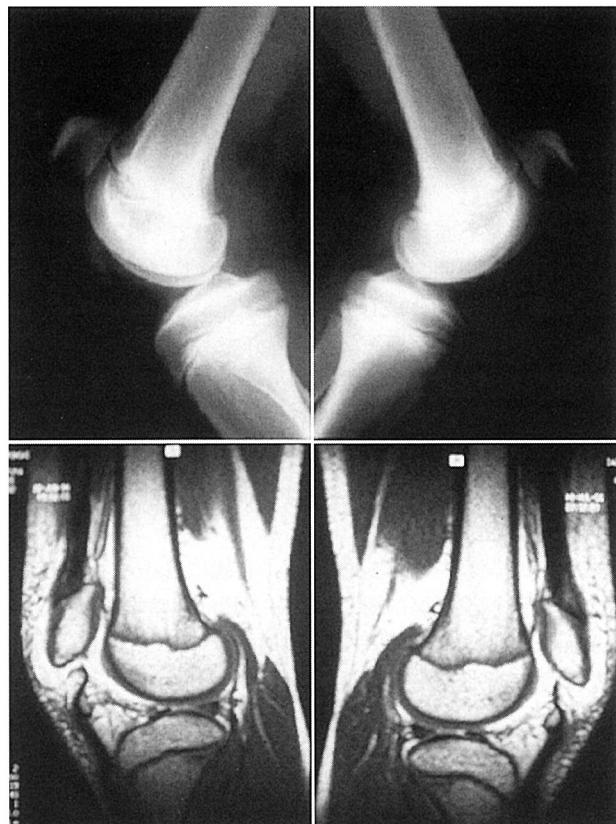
初診時単純レントゲンで、明らかな骨折を思わせる所見はないが、両側の膝蓋骨高位が認められる。MRIで膝蓋韌帯が一部膝蓋軟骨を含み断裂しているのが認められる。
